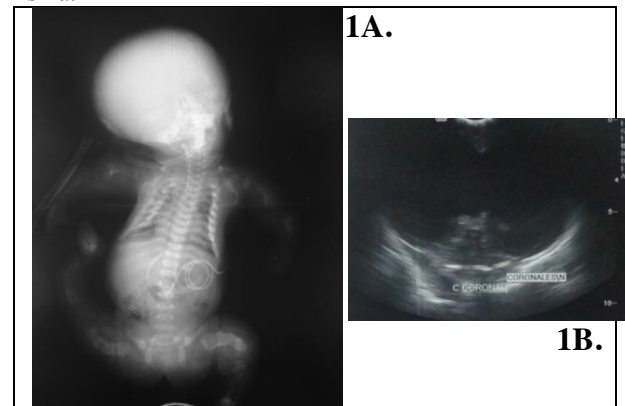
A. Radiografía AP de cuerpo completo con fracturas en diferente fase de consolidación en costillas y huesos largos incurvados con densidad ósea disminuida y cortical ausente. B Ultrasonido cerebral con escaso tejido posterior.
